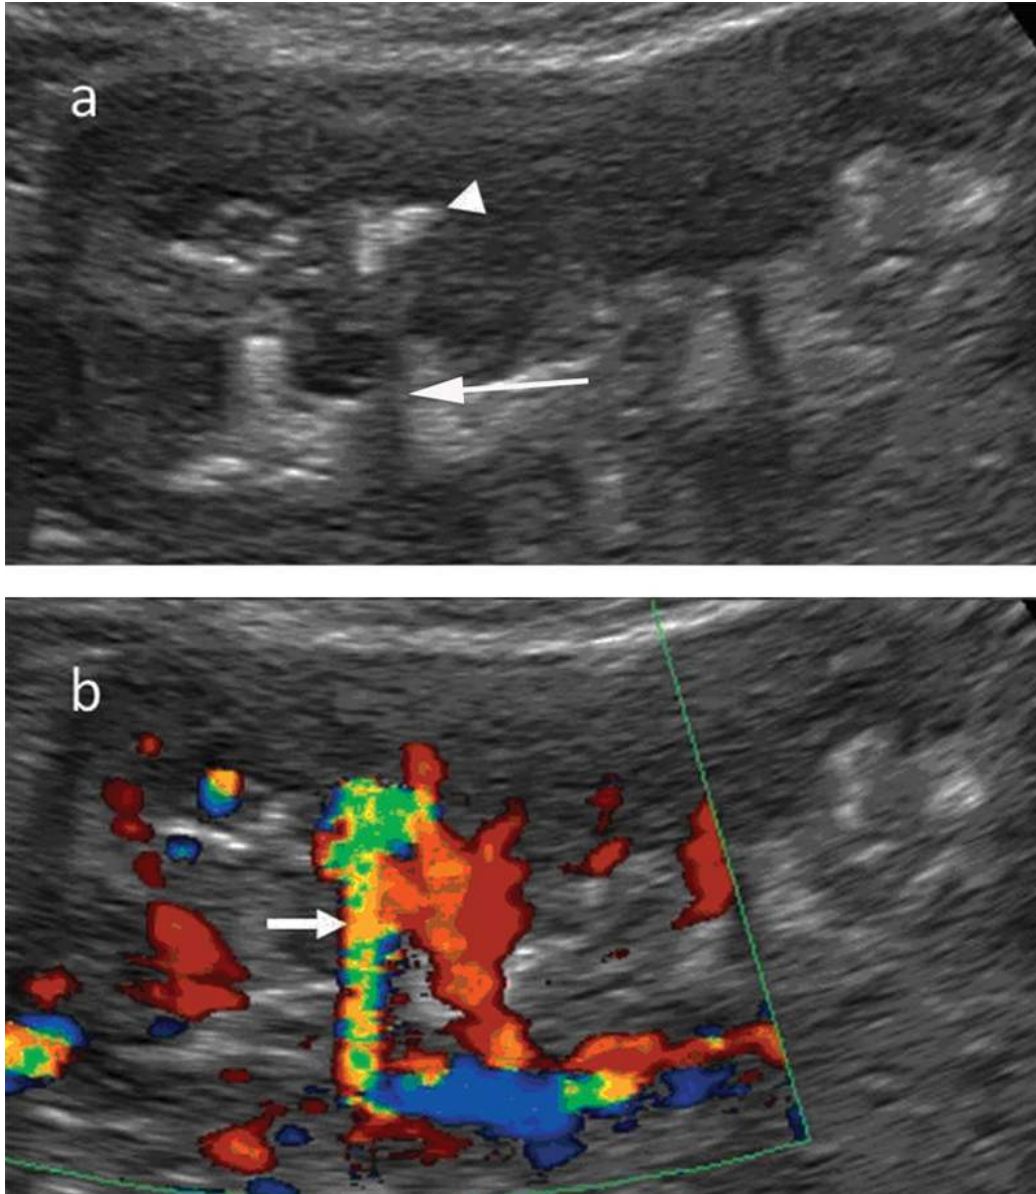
Calcul caliciel non obstructif en mode B (a) et en Doppler couleur (b).
